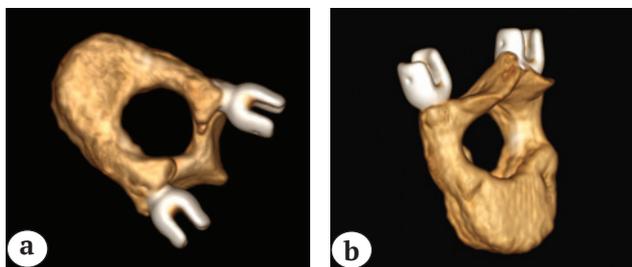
3D МСКТ пластиковой модели позвонка пациента с врожденным кифосколиозом с установленными при помощи шаблона-направителя транспедикулярными винтами, положение винтов полностью корректное: а — вид сверху; б — вид снизу
